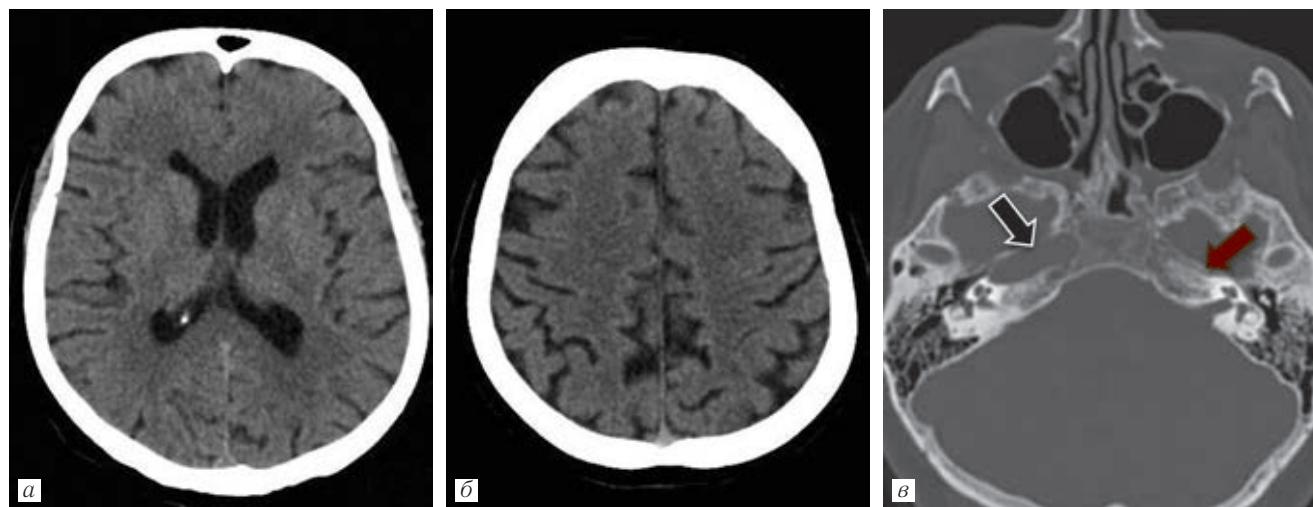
МСКТ головного мозга, бесконтрастное исследование, аксиальные срезы: *а*, *б* — отсутствие очагов в веществе головного мозга; *в* — реконструкция в «костном» окне, отсутствие канала ВСА в левой височной кости (красная стрелка), визуализация канала ВСА в правой височной кости (черная стрелка).
